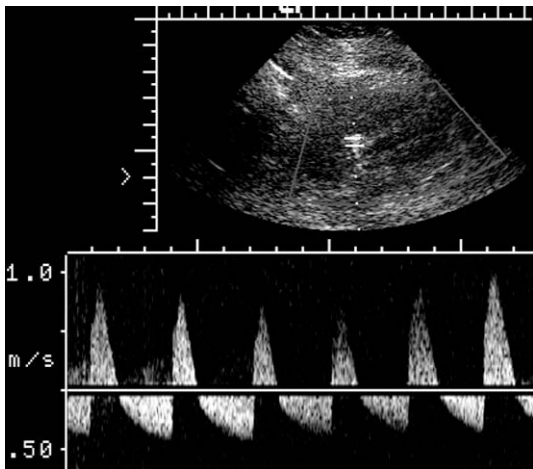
Trazado espectral Doppler de la arteria renal principal de un riñón trasplantado en un receptor con elevación rápida de la creatinina. El trazado arterial revela flujo oscilante adelante y atrás, con un componente retrógrado prácticamente igual que el flujo anterógrado. El índice de resistencia mide aproximadamente un 140%. No se pudo identificar flujo mediante Doppler color o espectral en las venas renales. En la angiografía se confirmó una trombosis venosa completa.
